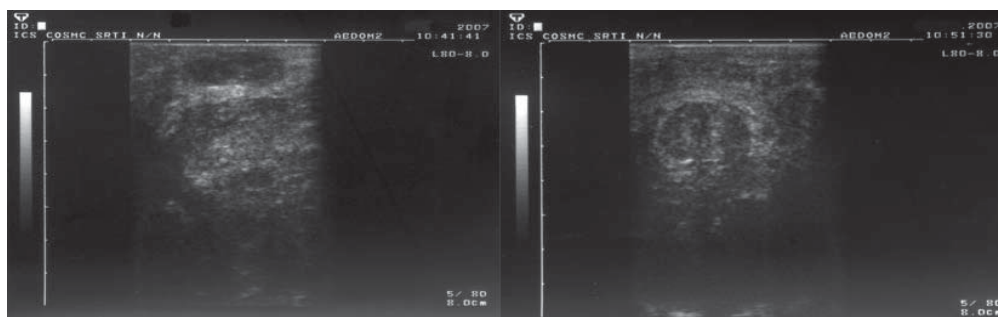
Ultrasonografie intraoperatorie. Miomul uterin satelit nepalpabil
